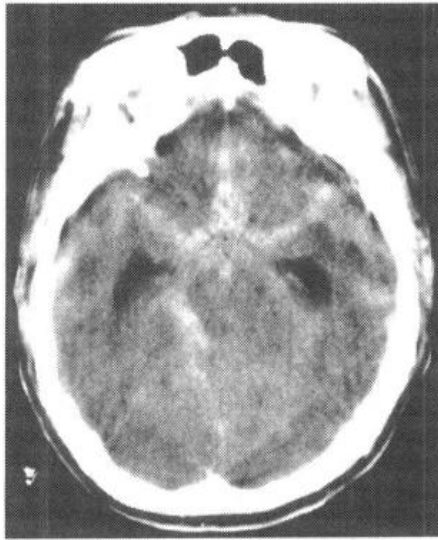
CT 扫描示 SAH 脑池及脑室内高密度影
